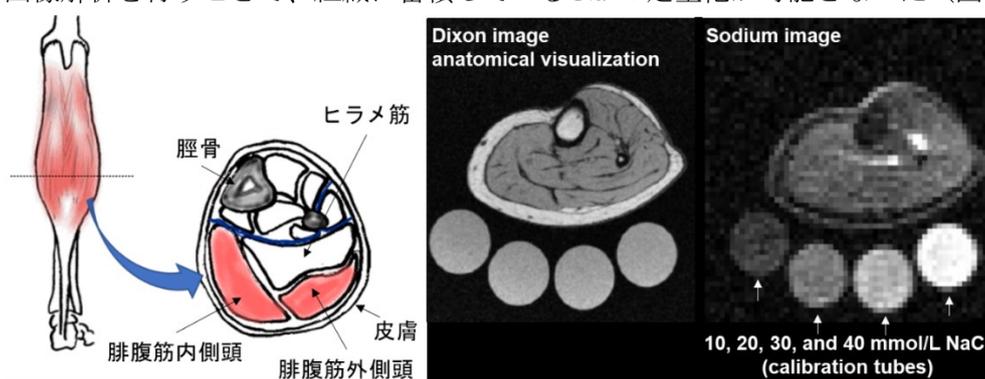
^{23}Na -MRI の撮影部位と代表画像
